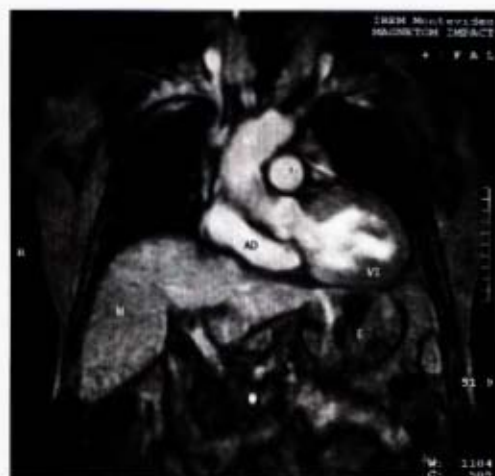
\*. Resonancia magnética. R.M. toracoabdominal en secuencia gradiente-eco 2D, en el plano coronal y localizado a la región cardiovascular. Nótese la imagen de alta señal de la sangre circulando en las cavidades cardíacas. No se ha utilizado ningún tipo de sustancia de contraste. Entre otros detalles obsérvese: hígado y vena porta (Dr. Boschi).
